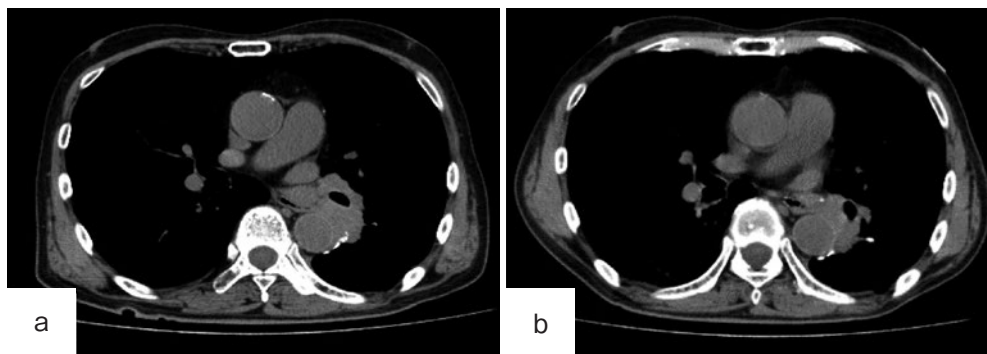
胸腹部単純CT。(a) 2次治療開始前。(b) 入院時。2次治療開始前と比較し、左下葉切除断端の腫瘤影は縮小傾向である。
